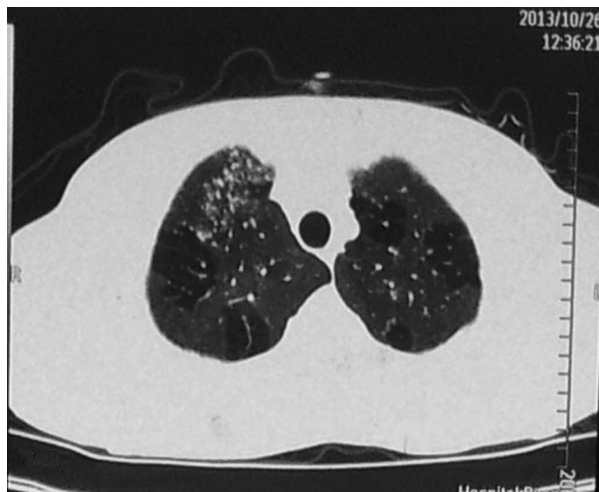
Tomografía computada de tórax que muestra signos de atrapamiento aéreo conformando patrón en mosaico y áreas de árbol en brote
